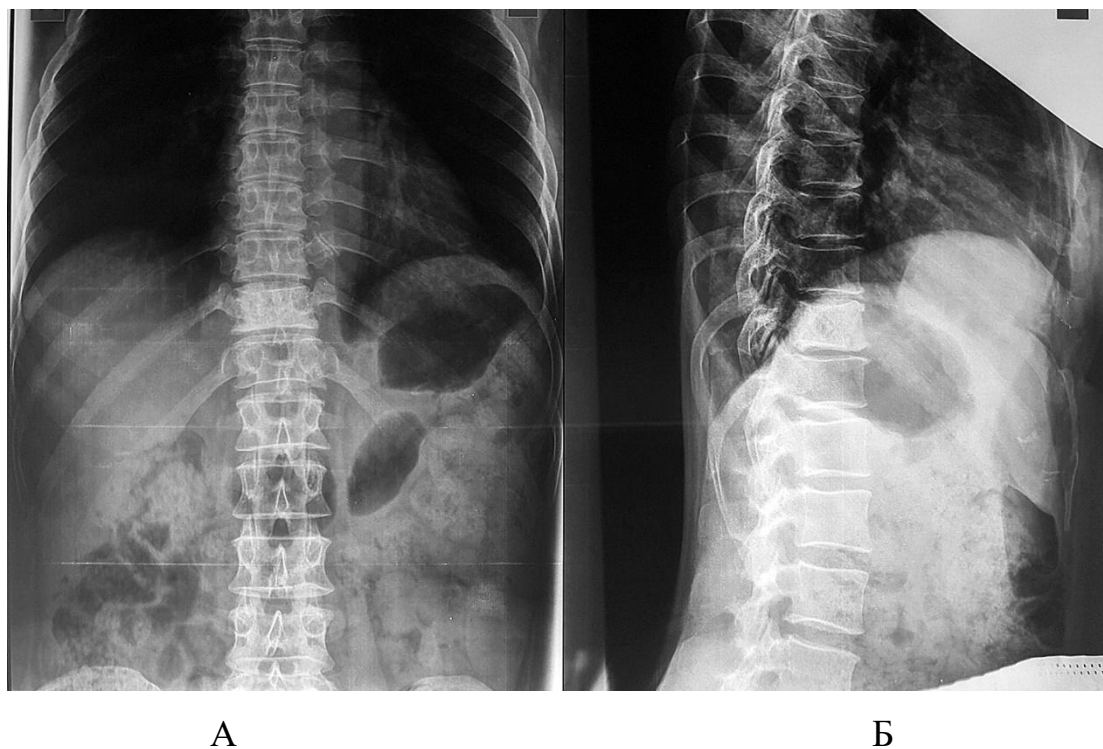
Рентгенограммы в прямой (А) и боковой (Б) проекциях пациентки Е., 64 лет. Метастатическое поражение Th11 позвонка на фоне рака почки
